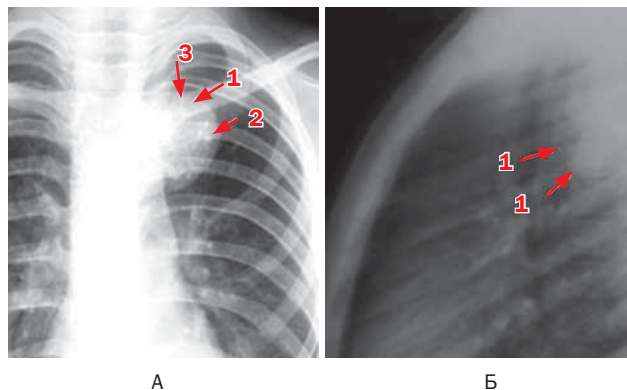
Больная И., 12 лет. Ганглионеврома заднего средостения слева. Рентгенограммы грудного отдела позвоночника в прямой (А) и боковой (Б) проекциях
